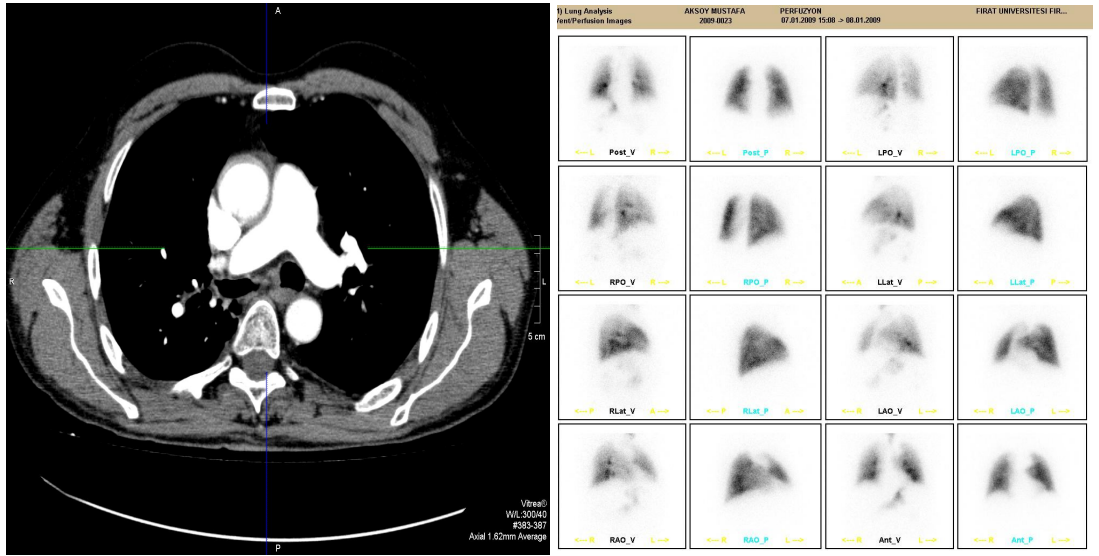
MDBT’de PTE tespit edilen ancak V/P sintigrafisi normal olan hastanın MDBT ve V/P sintigrafi görüntüleri
